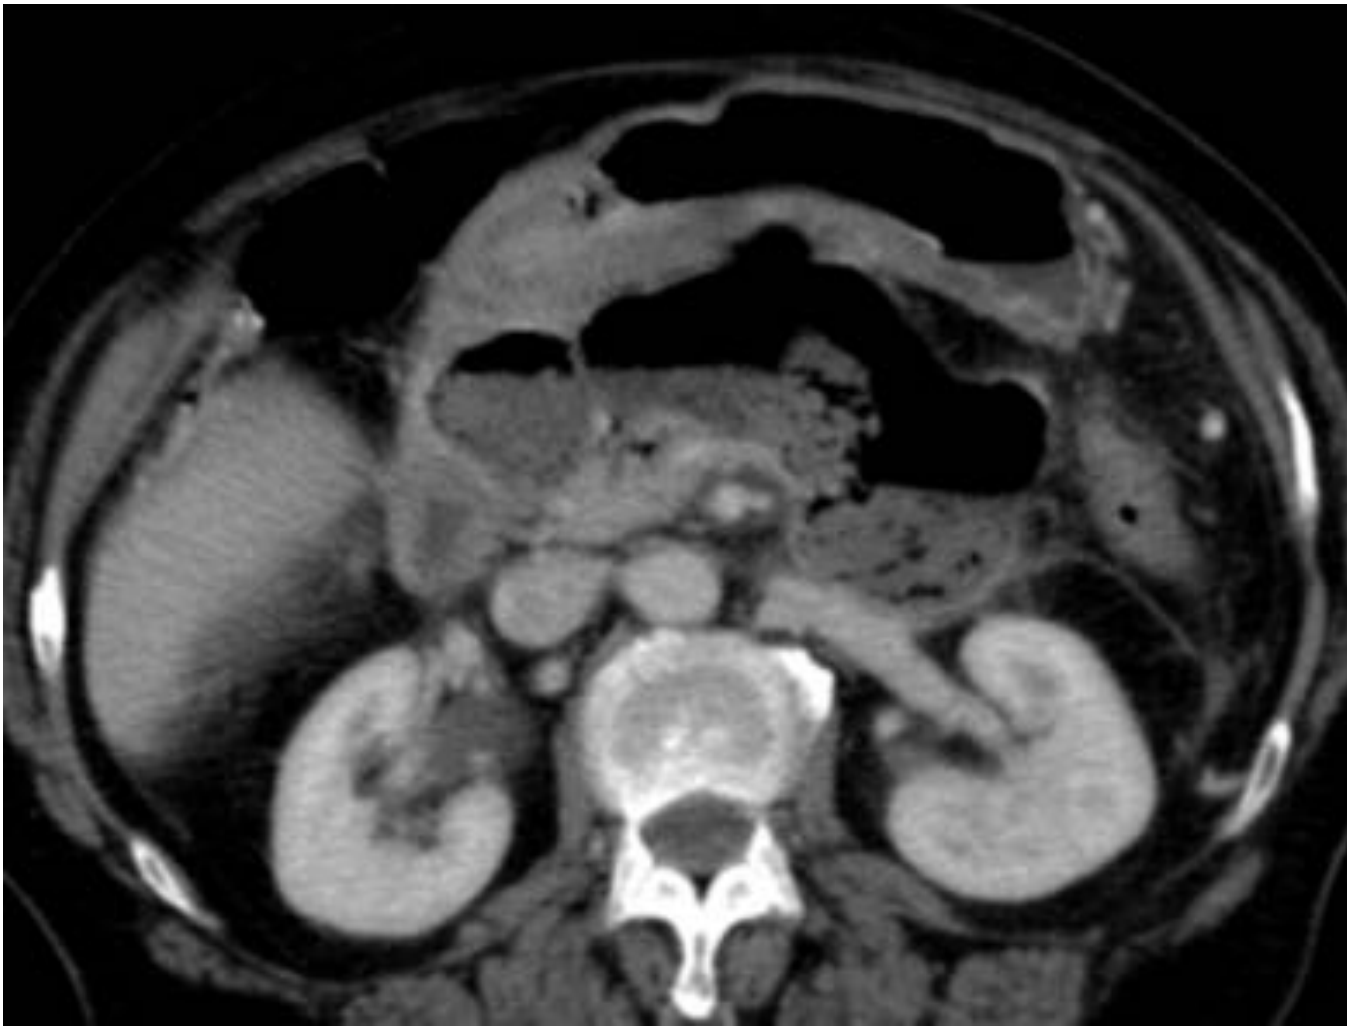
TC con contraste IV en fase venosa. Colección hidroaérea en celda peripancreática que abarca de cabeza a cola pancreática, con extensión a raíz mesentérica. No se observaron zonas fistulosas.
